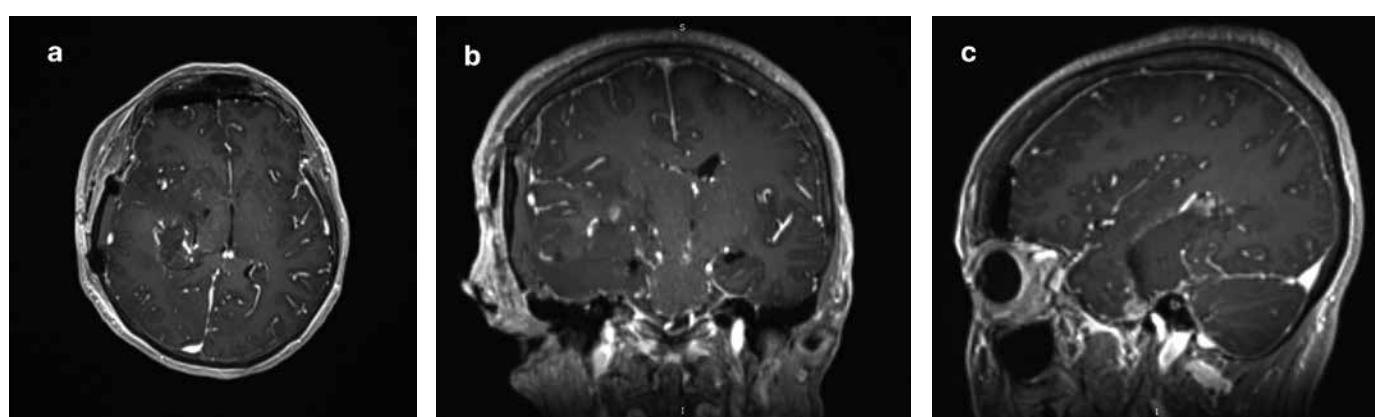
Послеоперационная МРТ головного мозга с контрастным усилением пациентки с СФО пирамиды правой височной кости. Изображение в режиме T1 с контрастным усилением (T1 C+): а – аксиальная проекция; б – коронарная проекция; в – сагиттальная проекция
